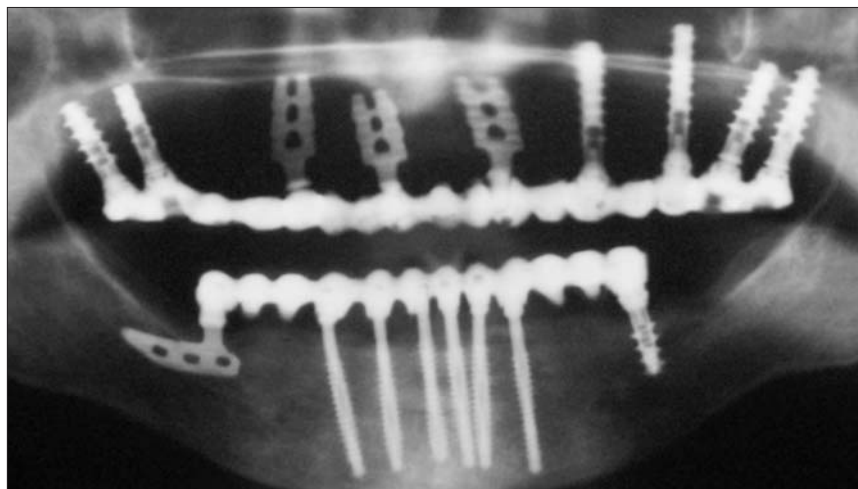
Ortopantomografia eseguita alla fine dell'intervento.
